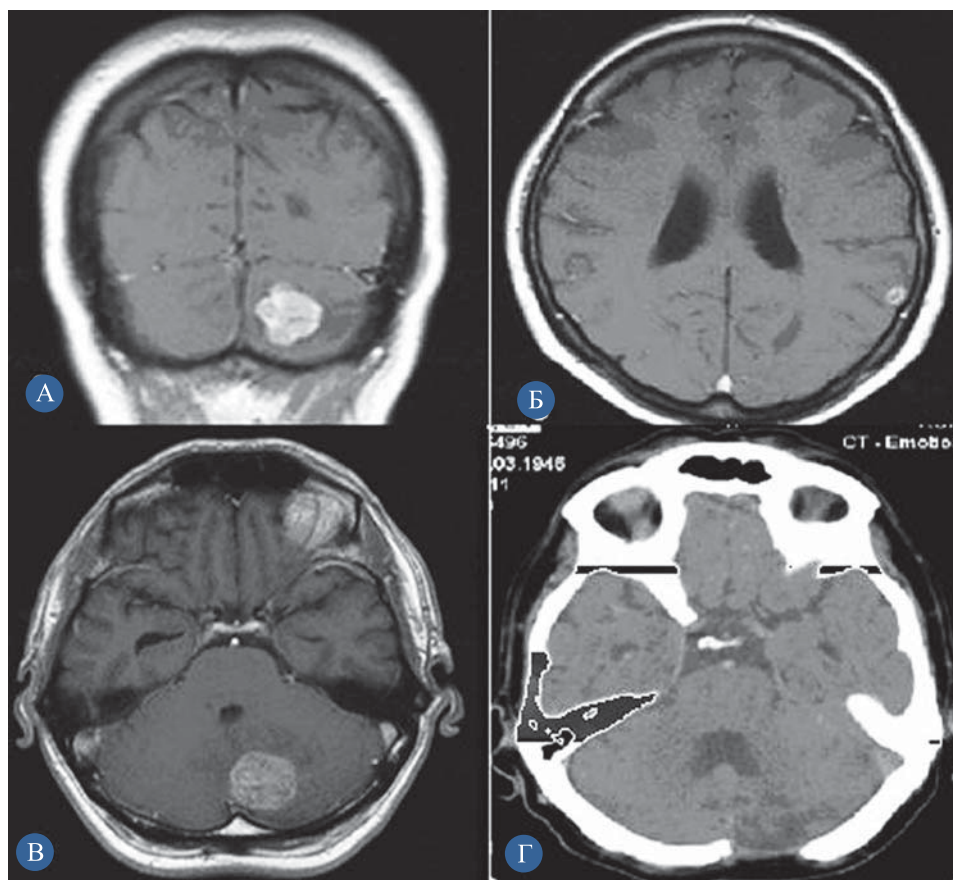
МРТ- и КТ-исследование головного мозга с контрастированием: а, в — метастаз рака яичников в левой гемисфере мозжечка солидной структуры; б — метастаз рака яичников в левой теменной доле головного мозга солидной структуры; г — состояние после удаления метастаза из левой гемисферы мозжечка
